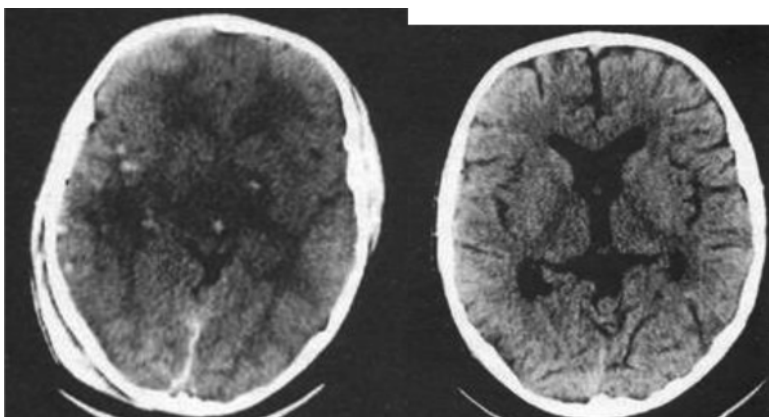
Кіркова атрофія на КТ головного мозку хворої Н., 37 років, із несприятливим типом перебігу посттравматичних розладів
